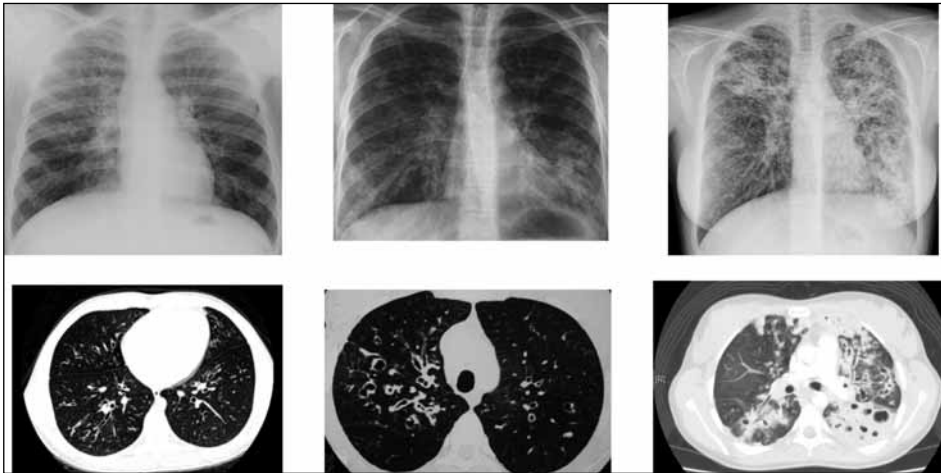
Imágenes evolutivas comparativas de radiografías y TACAR de tórax en pacientes afectados de FQ (ver texto).
